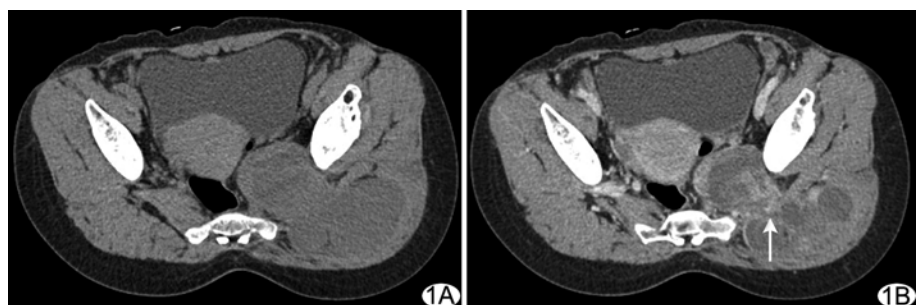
左臀部及坐骨大孔区黏液性脂肪肉瘤 A. CT 平扫左臀部及坐骨大孔区不规则软组织肿块, 呈分叶状, 密度欠均匀, 未见明确脂肪密度、钙化及出血, CT 值约 22 HU; B. CT 增强示肿块局部边界不清, 呈明显不均匀强化, 内见斑片状显著强化区(箭), CT 值约 65 HU
